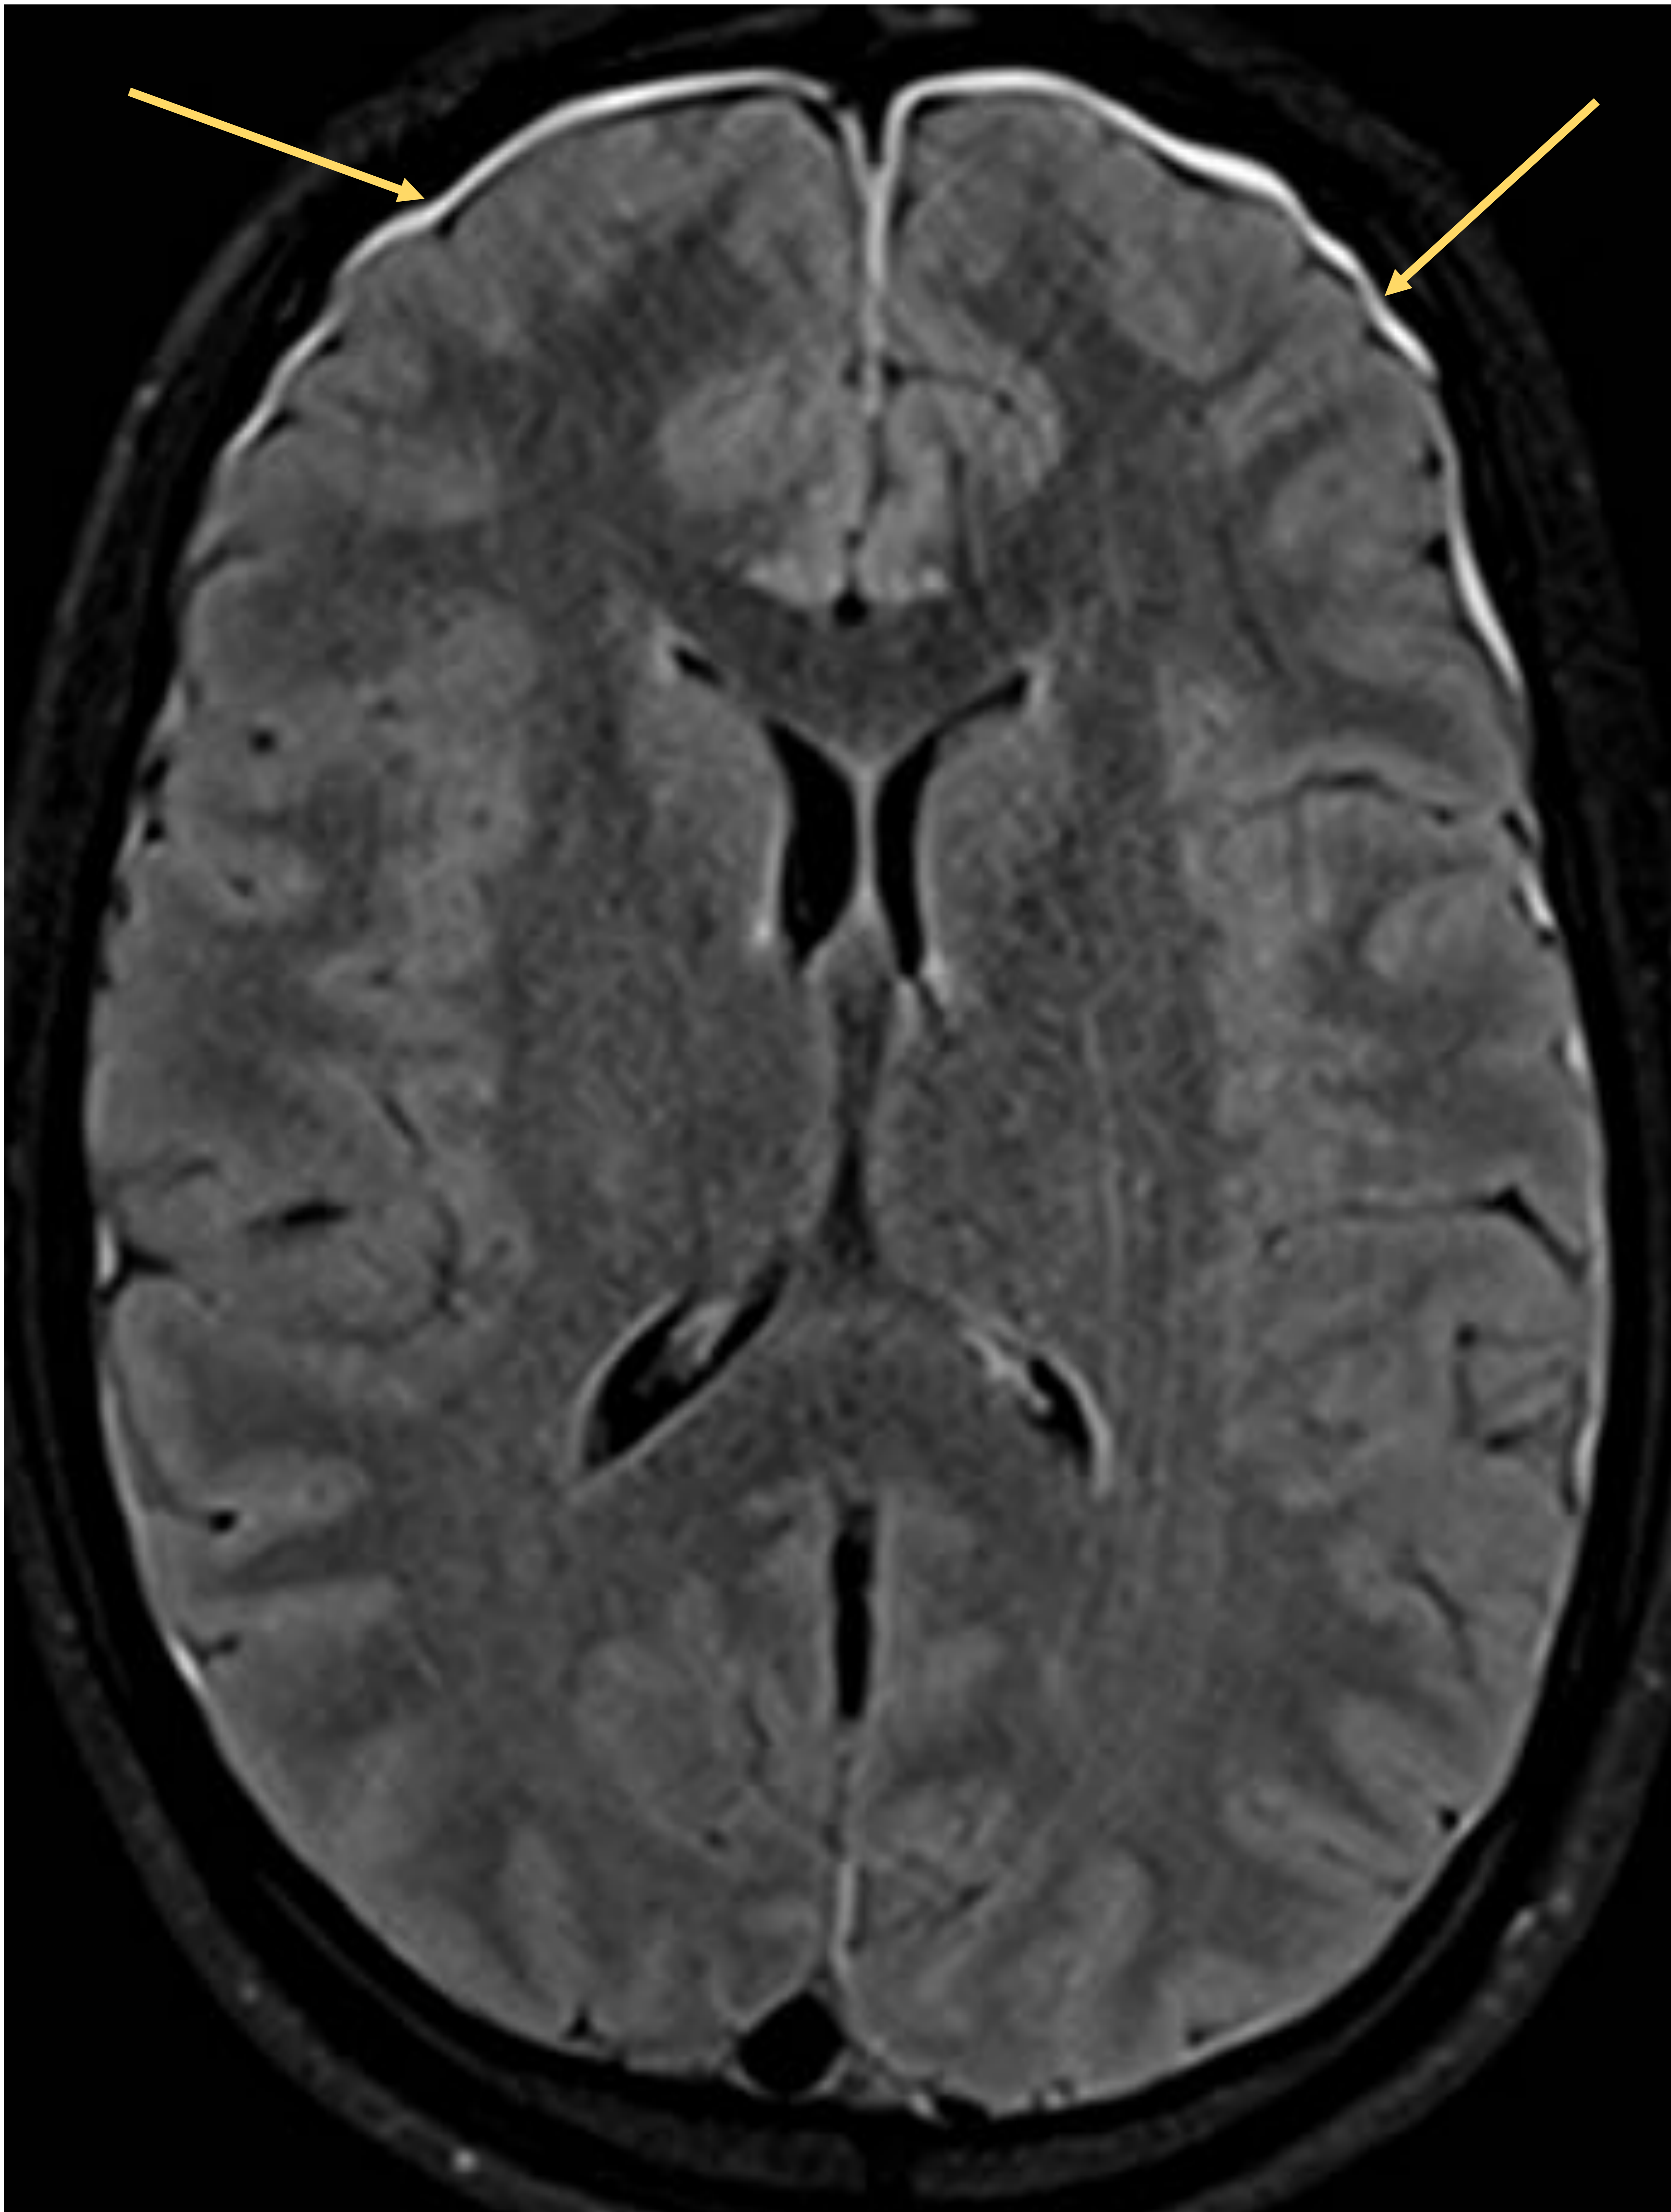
T2 FLAIR con derrame subdural de LCRv (flechas), que se visualiza hiperintenso por la ectasia del LCR. No se administró contraste iv. a esta paciente porque daba el pecho. Fuente: propia.
